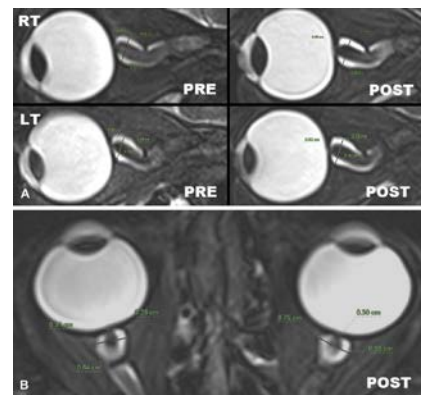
Магнитно-резонансная 3 Т томография орбиты: PRE: предполетный и POST: после полета. Определяется увеличение толщины оболочек зрительного нерва и расширение подболобочного пространства, уплощение заднего полюса глаза. (Nelson E.S., et al).
